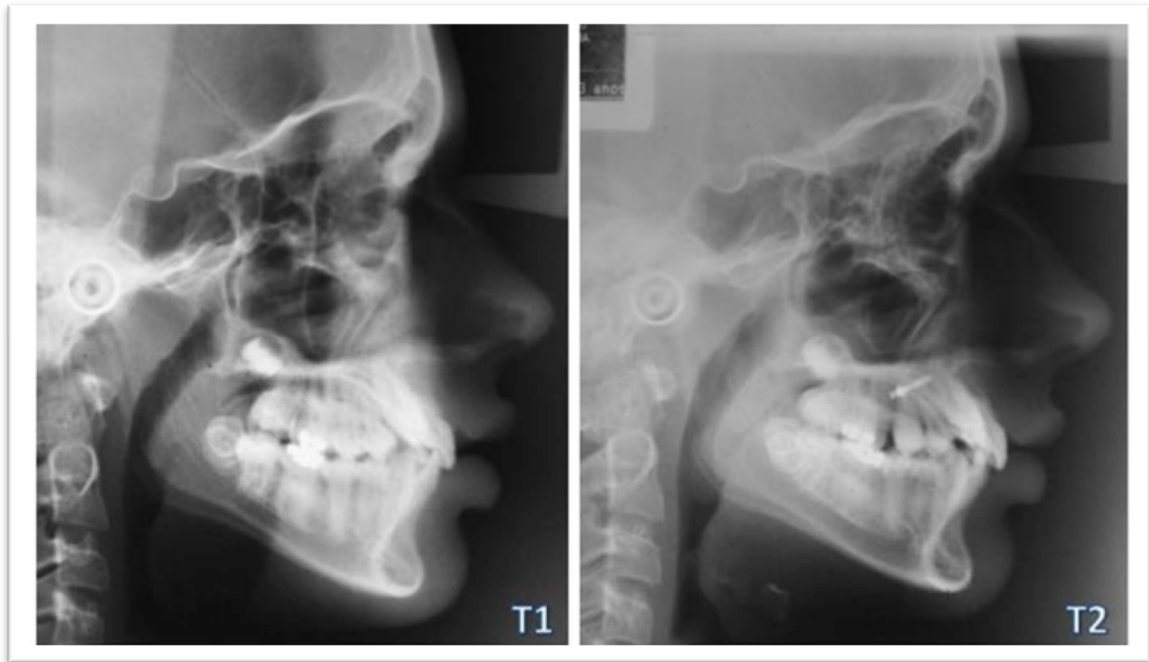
Telerradiografias Inicial e Final de um paciente do G2
